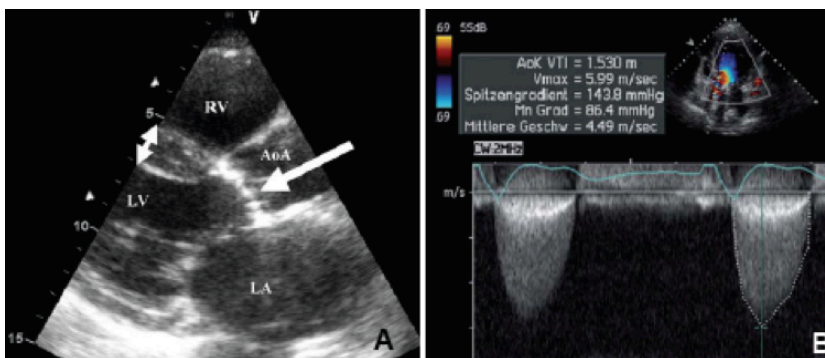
A zeigt im B-Mode von transthorakal eine kalzifizierte Aortenklappe (Pfeil) und ein hypertrophiertes Interventrikularseptum (Doppelpfeil). (RV = rechter Ventrikel; LV= linker Ventrikel; LA = linker Vorhof; AoA = Aorta ascendens) Abb. 4 B zeigt die Doppler-Hüllkurve eines Patienten mit schwergradiger Aortenstenose.
